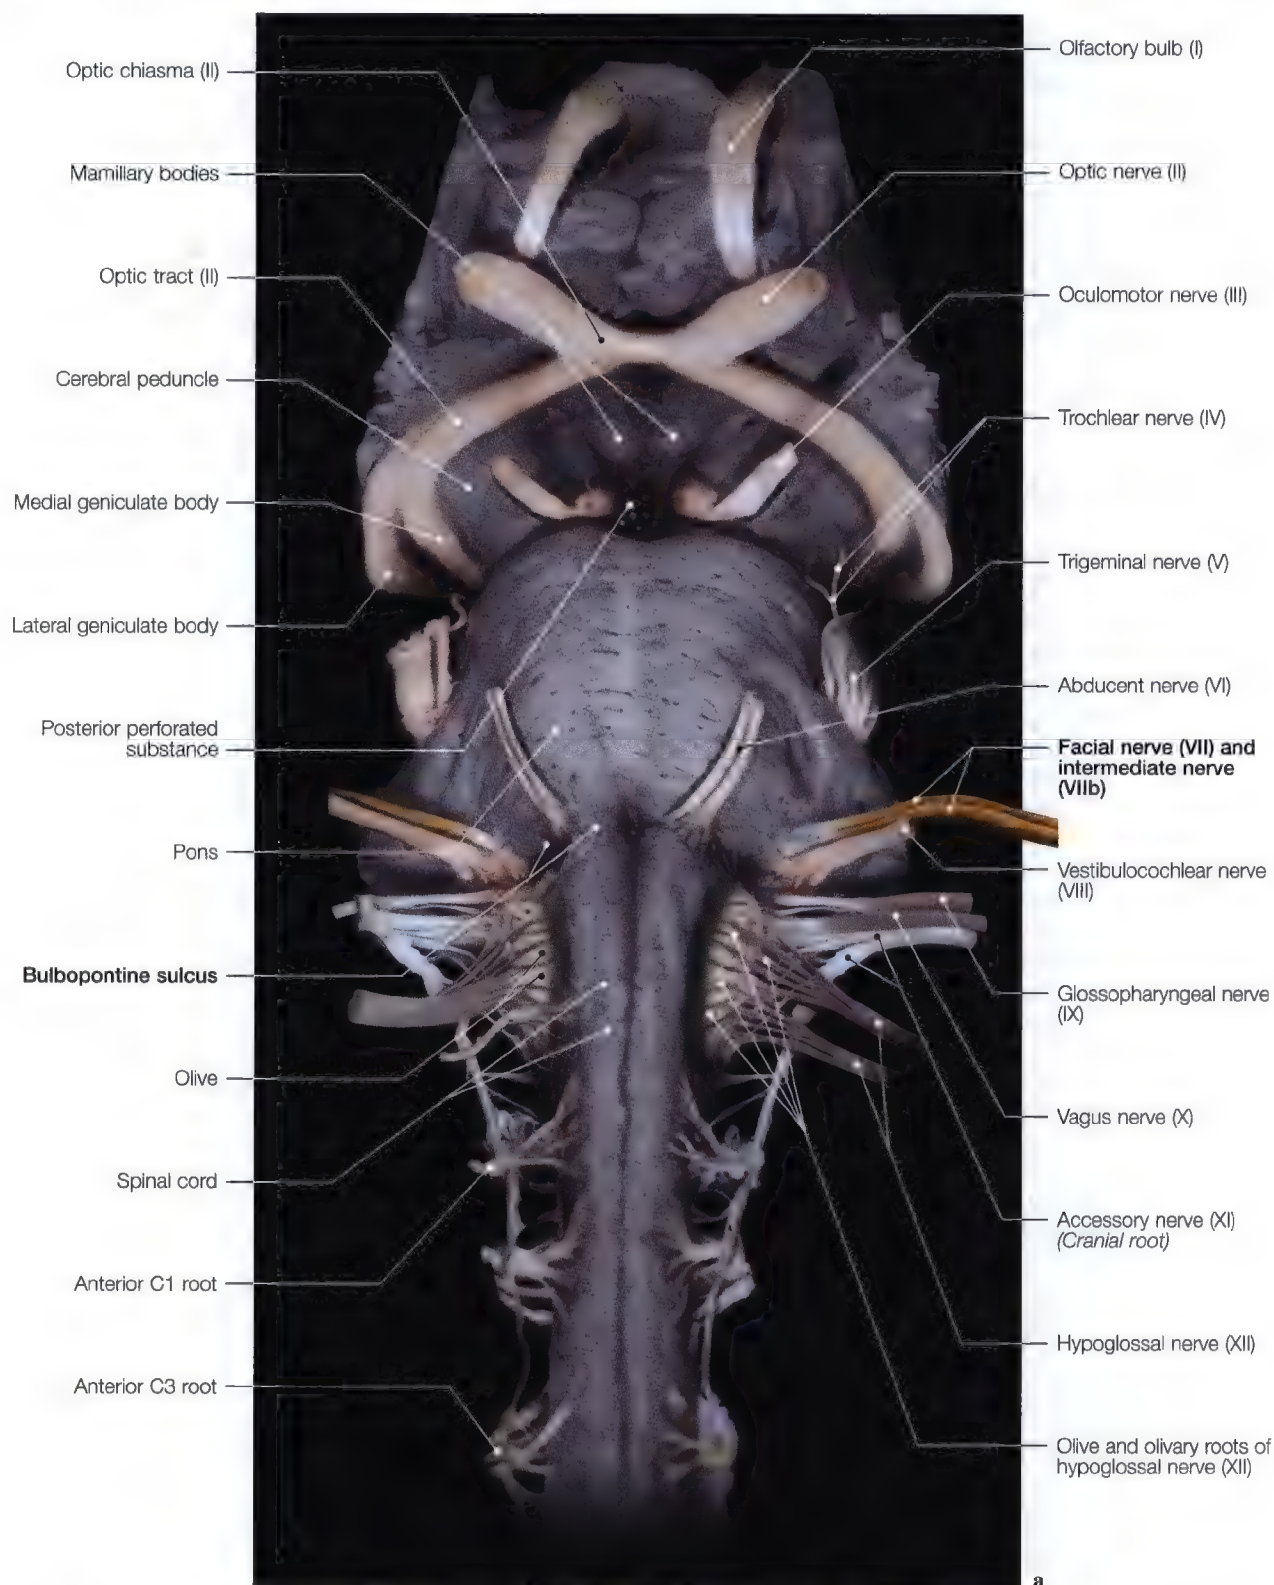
a, b. Dissection of brain stem showing encephalic origins of cranial nerves, in particular of facial nerve (a); sagittal MRI of intrapetrous facial nerve (b). (Anatomic dissection: Prof. J. P. Francke, Faculty of Medicine, Lille)
